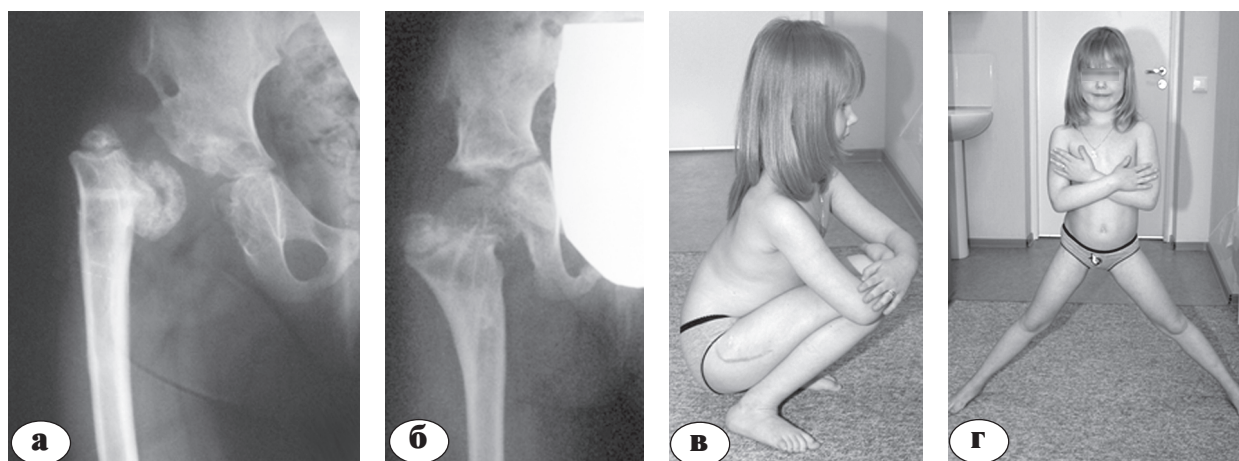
Пациентка М., 10 лет. Диагноз: маргинальный вывих правого бедра, коксартроз II-б ст., состояние после неоднократных хирургических вмешательств: а – рентгенограмма в возрасте 6 лет после выполнения в другом лечебном учреждении операций на правом тазобедренном суставе по поводу врождённого подвывиха правого бедра; б-г – через 3,5 года после открытого вправления, вальгизирующей остеотомии бедра и тройной остеотомии таза с правой стороны
